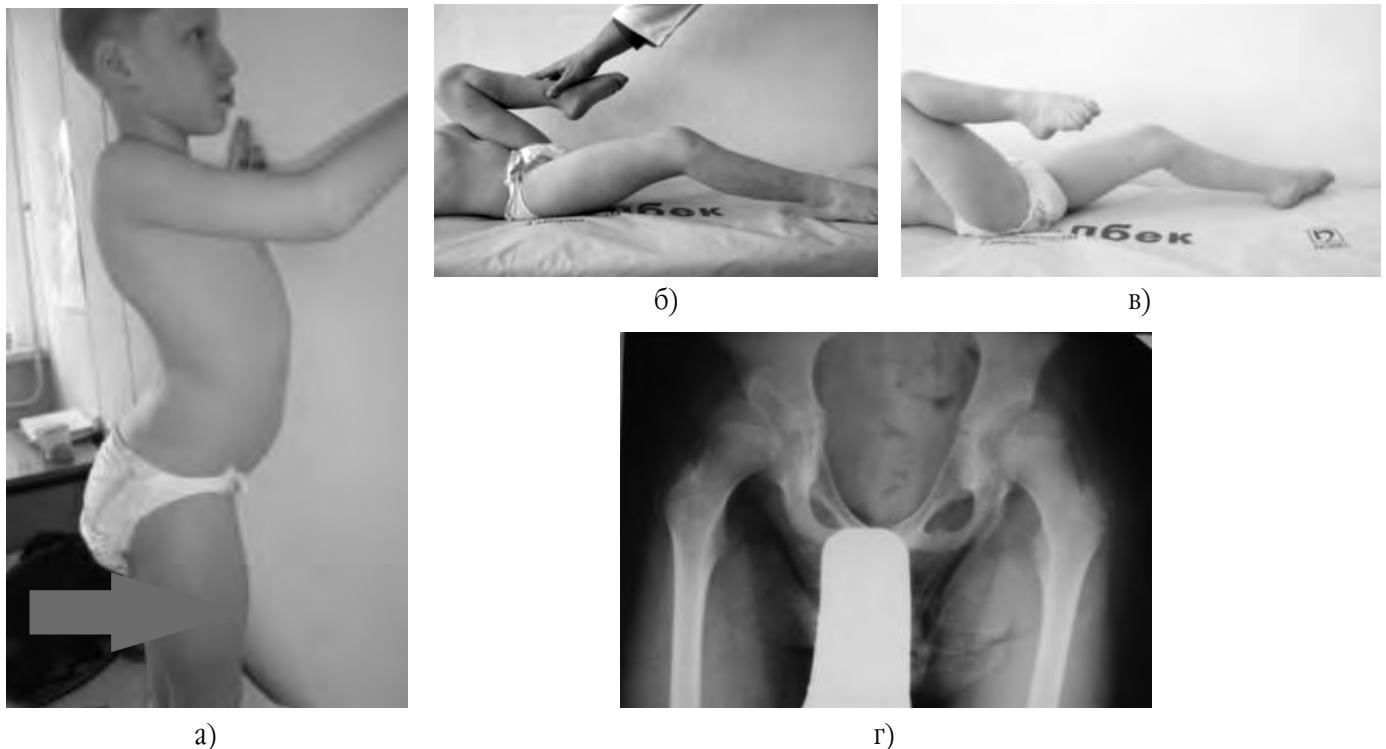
Клінічний приклад хворого III функціональної клінічної групи зі згинальною контрактурою кульшових суглобів, гіперлордозом поперекового відділу хребта та вивихом обох стегон 2 ст.: а) вигляд хворого збоку (стрілкою вказано гіперлордоз поперекового відділу хребта); б) та в) проба Томаса – обмеження розгинання кульшових суглобів при усуненні гіперлордозу поперекового відділу хребта; г) рентгенограма кульшових суглобів хворого – вивих стегна 2 ст. або підвивих стегон за Реймерсом (кут Віберга справа – $4,2^{\circ}$, зліва – $6,5^{\circ}$; індекс Реймерса справа – 0,53, зліва – 0,56), стрілочкою вказане зменшення запиральних отворів
